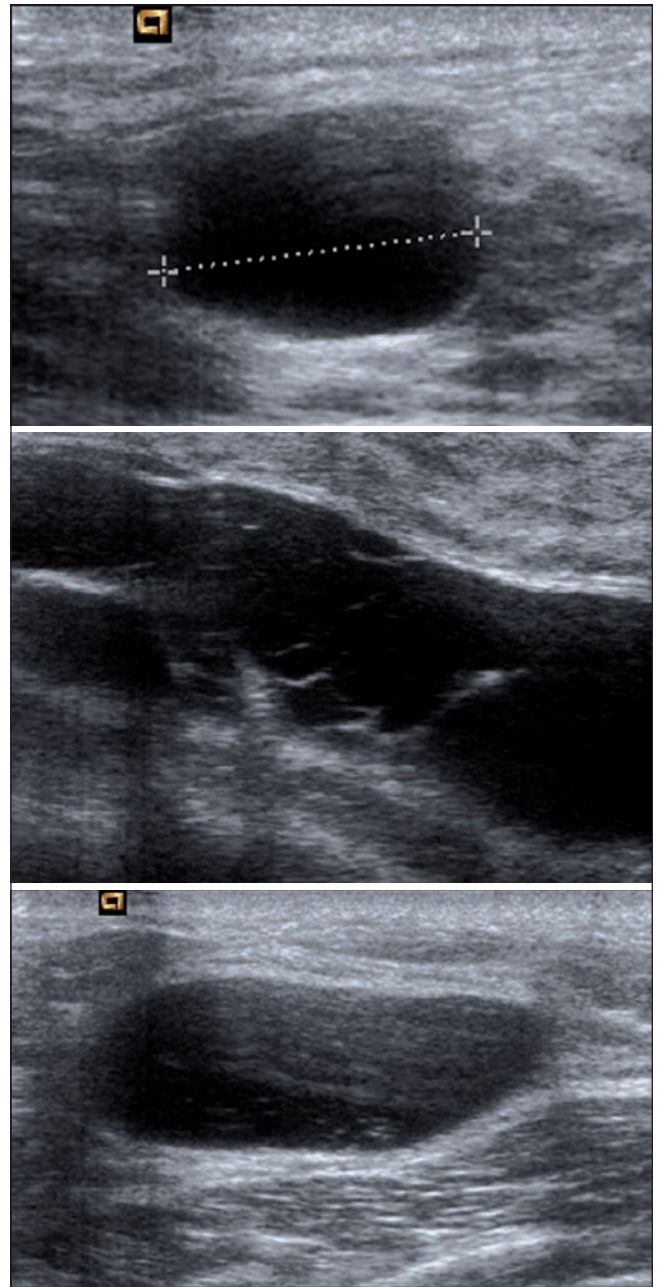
Ecografía. Imágenes quísticas septadas con discreto refuerzo posterior, junto con dos imágenes quísticas de menor tamaño en cuadrantes externos. La punción con aguja fina de éstas últimas demostró contenido quístico verdoso acelular.
